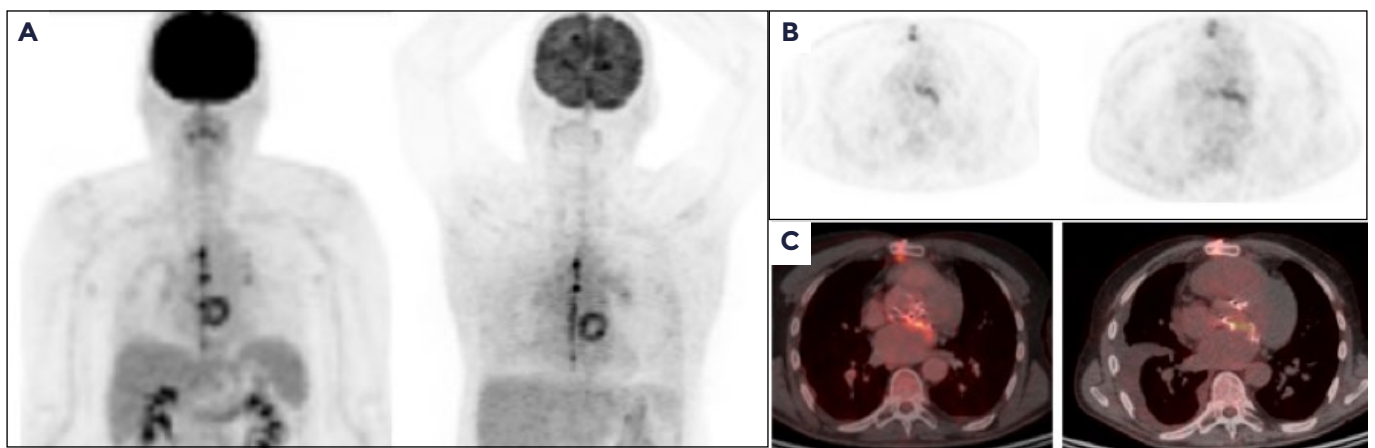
Imagen comparativa de PET en coronal (A), axial (B) y fusión PET/CT (C) de un paciente con antecedentes de reemplazo valvular aórtico y mitral protésico con diagnóstico de endocarditis infecciosa por PET/CT. En la imagen se evidencia mayor captación de 18F-FDG SUVmax de 11.5 (vs. previo de 6.6), con un SUVmax ratio de 4.4.
